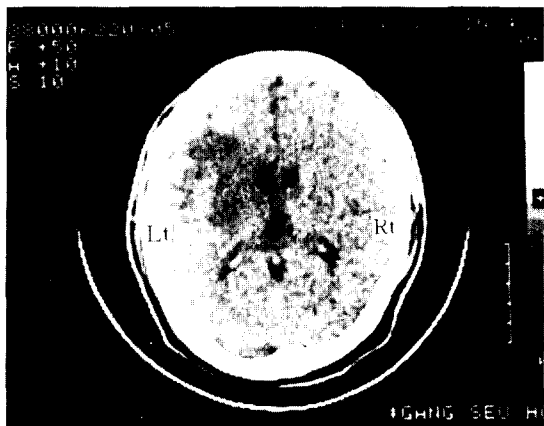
Preoperative brain CT Scan showing cerebral infarction in the left hemisphere.
